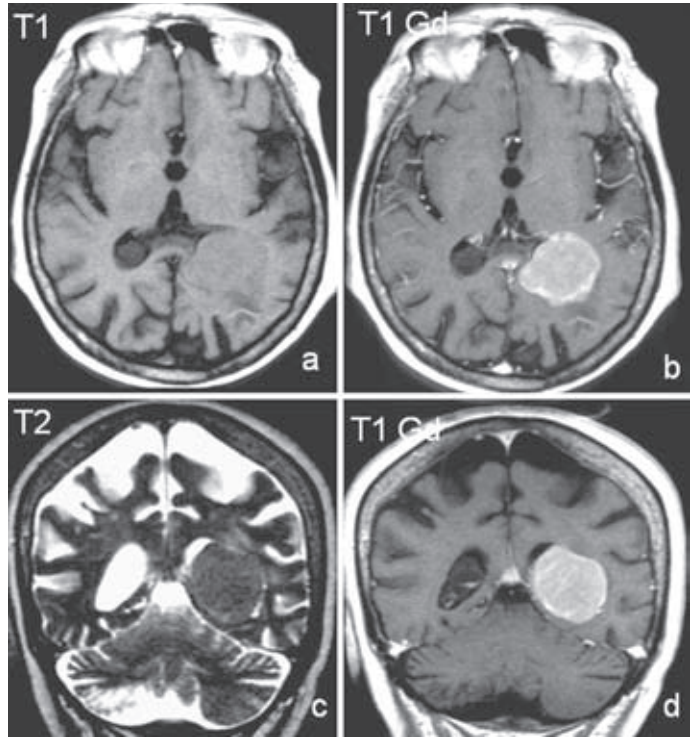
Meningioma de plexos coroideos del asta occipital. Imágenes de RM. A: T1 axial cerebral sin contraste. B: T1 axial cerebral con contraste. C: T2 axial cerebral. D: T1 coronal cerebral con contraste. Lesión intraventricular que ocupa el asta occipital de la celda ventricular media izquierda hiperintensa T1 en relación con el LCR, homogéneamente hipointensa T2 en relación con el mismo, y captante prominente tras la administración de contraste.
